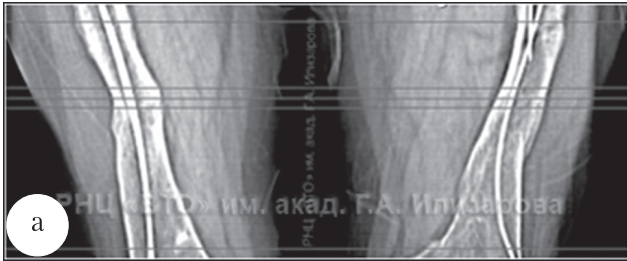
КТ-топограммы больной витамин D-резистентным рахитом М., 42 лет: а – топограмма бедренных костей; б – аксиальный срез правой бедренной кости после лечения на уровне завершившихся лоозеровских зон. Плотность периостоза – 1017 ± 49 ($M \pm Y$) НУ.
